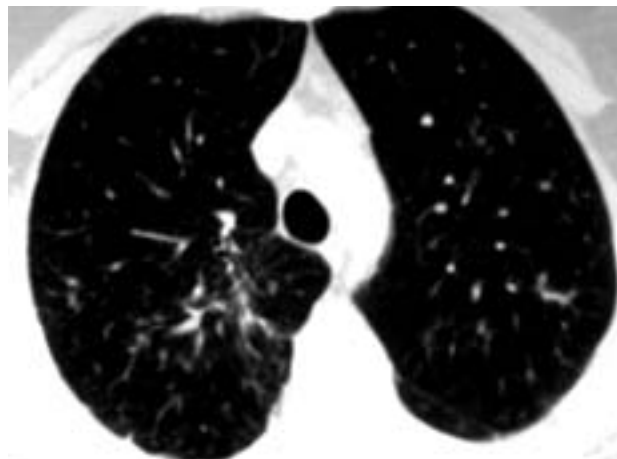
Фрагмент КТ органов грудной клетки, ноябрь 2008 г.
